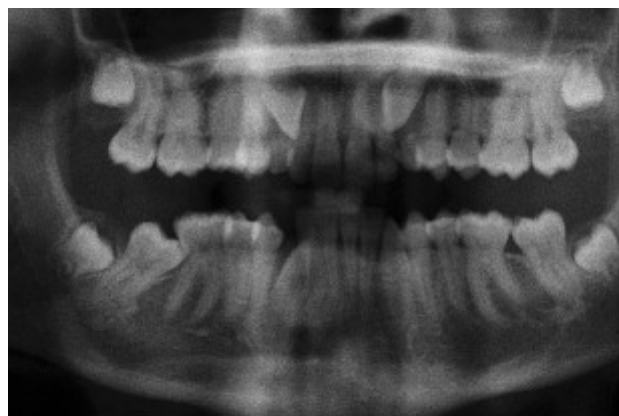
Ortopantomografía previa al tratamiento ortodóncico.
